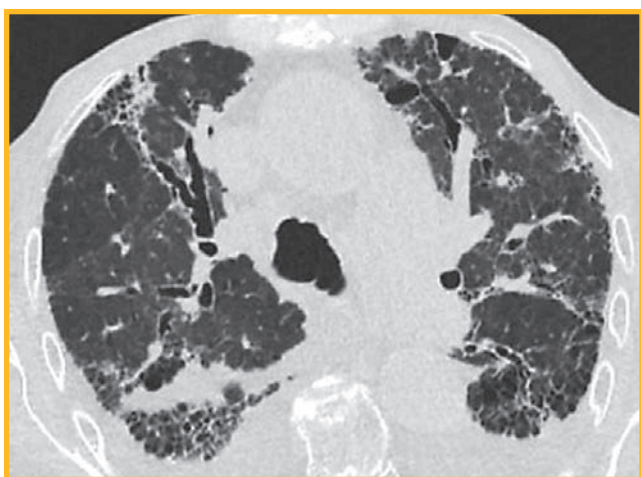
Компьютерная томограмма органов грудной клетки: «сотное легкое», мозаичные участки инфильтрации
